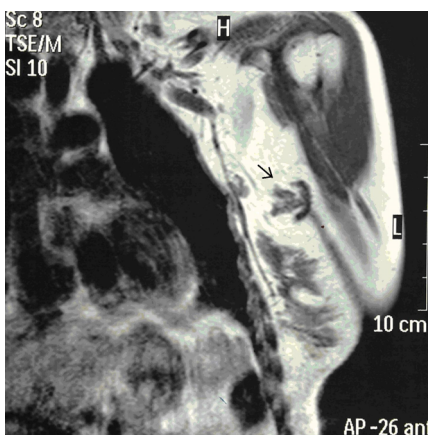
Coronal T1-weighted image shows a mass in the left axilla (arrow) which is isointense to normal breast parenchyma
